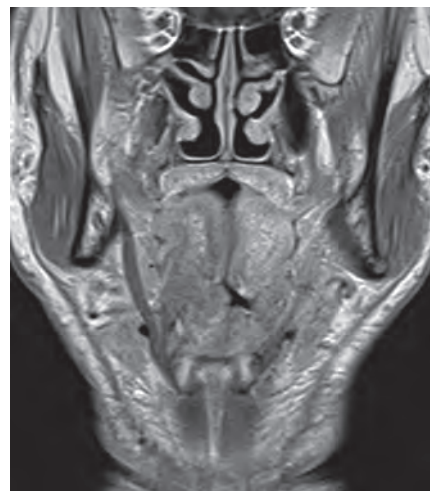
Тот же пациент через 2 мес после окончания химиолучевого лечения. МРТ после внутривенного контрастирования, коронарный срез T1-ВИ: срез проходит через корень языка и задние отделы полости носа, на фоне рубцовых изменений преимущественно в левой половине корня языка определяется зона, неоднородно накапливающая контрастный препарат, — остаточная опухоль
